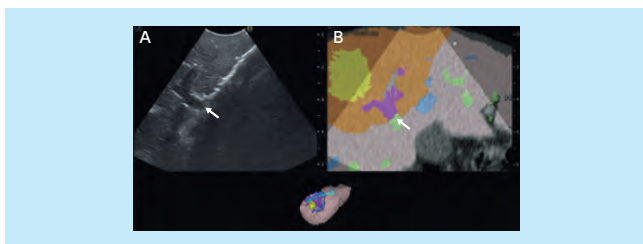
肝切除ナビゲーションの試作機画像(Real-time Virtual Sonography)
